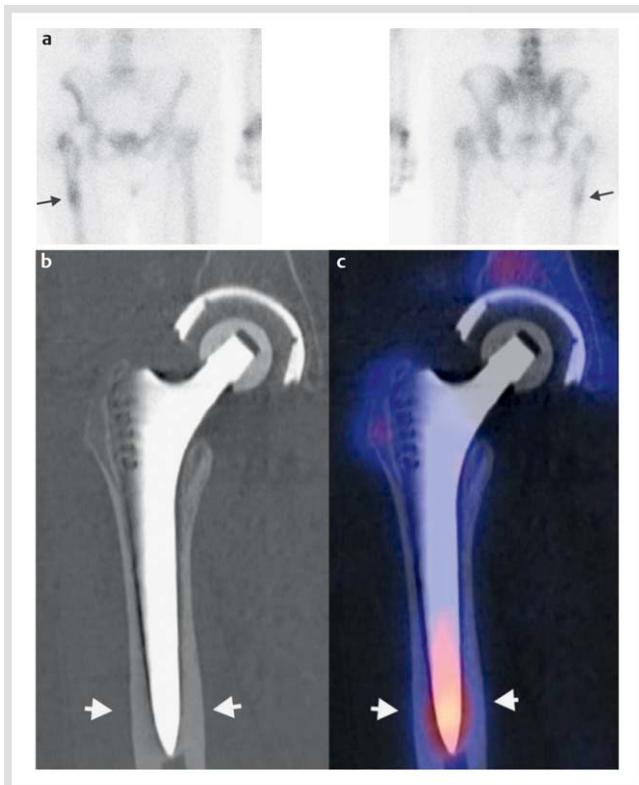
Distal verblockende nicht zementierte Hüftprothese. Planar a umschriebener Uptake am distalen Prothesenschaft. In der SPECT CT b u. c eindeutige Zuordnung zum distalen Prothesenschaftsdrittel ohne radiologische Lockerungszeichen, jedoch deutlicher enostaler Kortikalverdickung als Stressreaktion bei distal fixierter Prothese.
